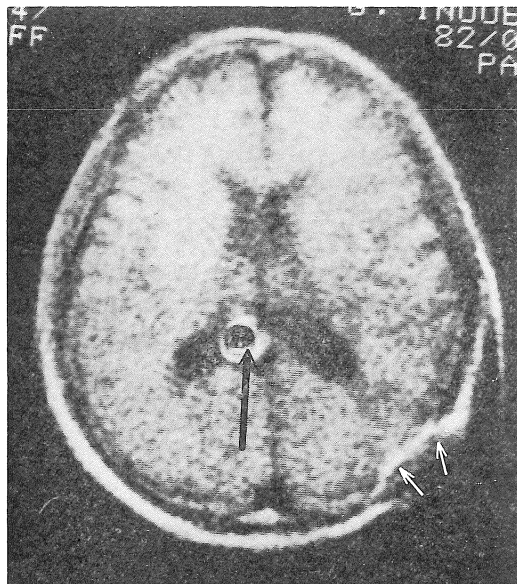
初期の NMR-CT 像に見られた中心の臍様の偽像 (大矢印) と、体外強磁性体による偽像 (小矢印)。
